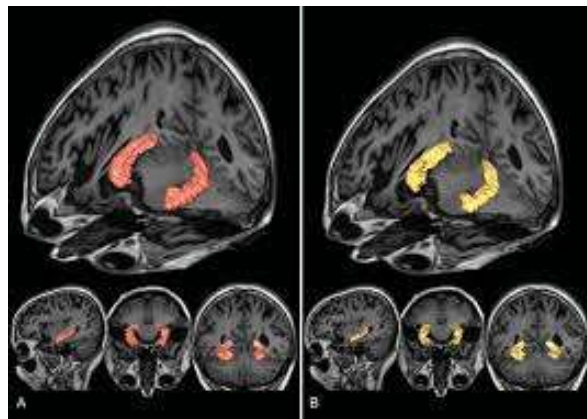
imagen del hipocampo obtenida mediante RM.
